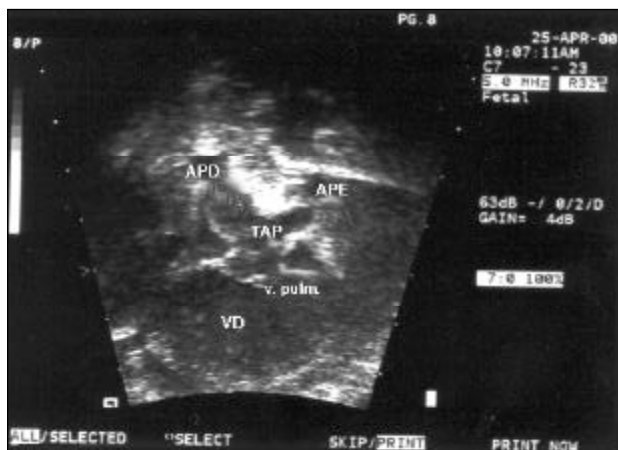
Ecocardiograma fetal mostrando que a artéria pulmonar conecta-se normalmente com o ventrículo direito e que a valva pulmonar está presente, embora na imagem dinâmica houvesse por atresia pulmonar funcional. VD - ventrículo direito; v. pulm - valva pulmonar; TAP - tronco da artéria pulmonar; APD - artéria pulmonar direita; APE - artéria pulmonar esquerda.
